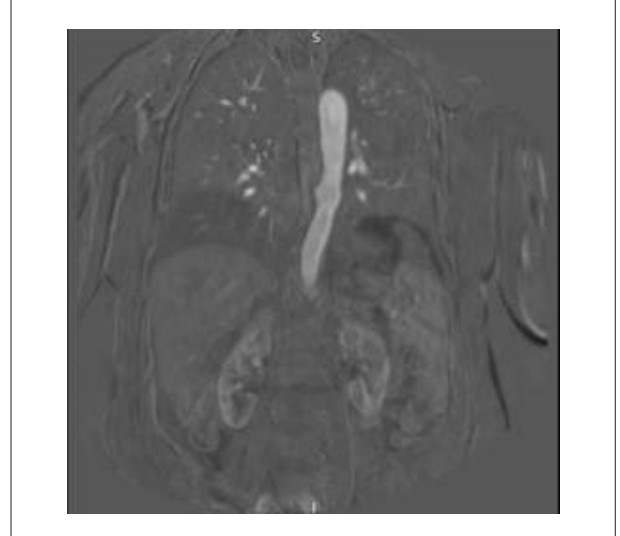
Angiorressonância magnética torácica. Fonte: Arquivo pessoal do autor (2025).
